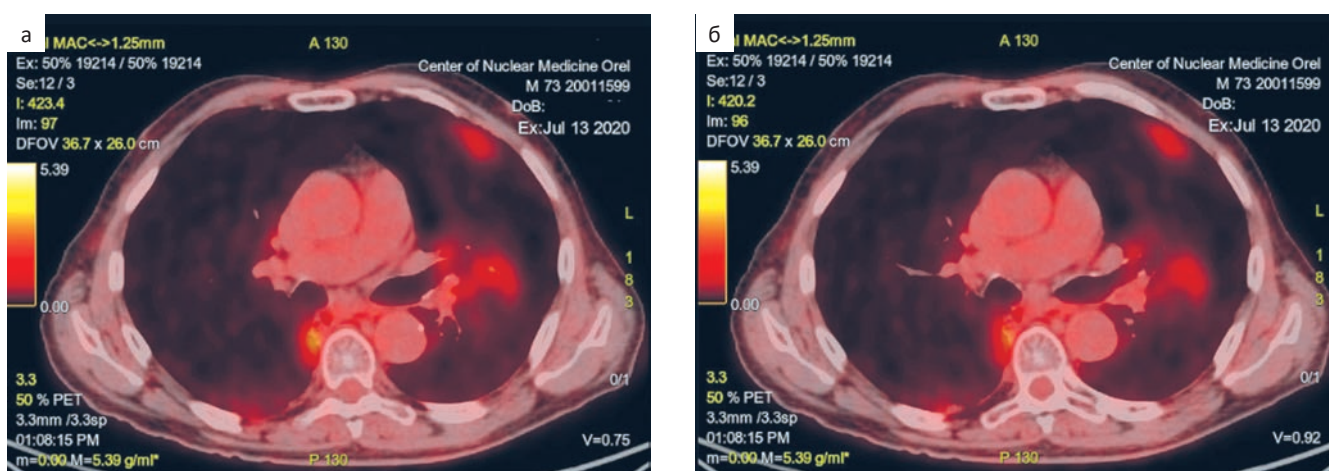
ПЭТ/КТ от 13.06.2020
